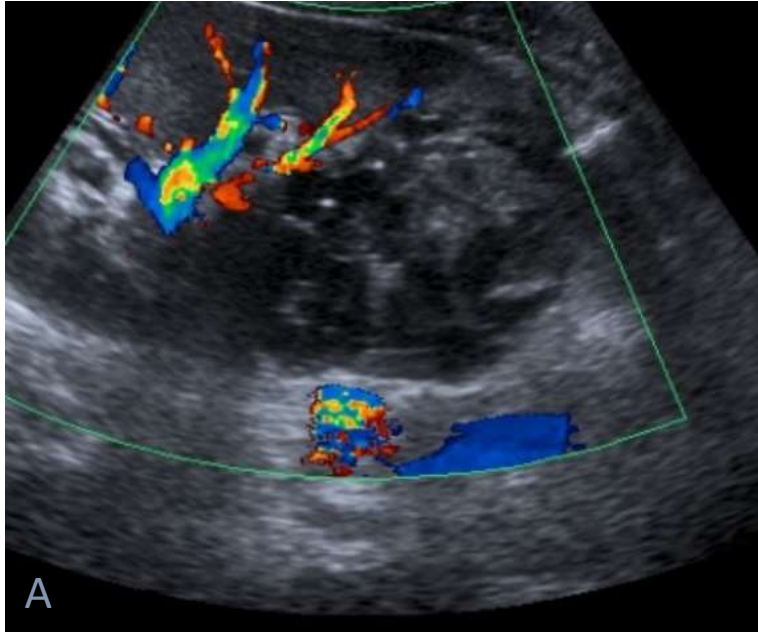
(imagen A, ecografía abdominal modo Doppler), figura 4 (imagen B, RM abdominal secuencia T2 axial), figura 5 (imagen C, RM abdominal secuencia T1 con gadolinio iv. y saturación grasa): niño de 3 años con sensación de masa en flanco izquierdo. Identificamos en ecografía una masa en polo renal inferior izquierdo de aspecto heterogéneo, predominantemente quístico, sin flujo intralesional significativo. En RM, la lesión presenta componente mixto graso y quístico, sin realce septal de aspecto nodular.
